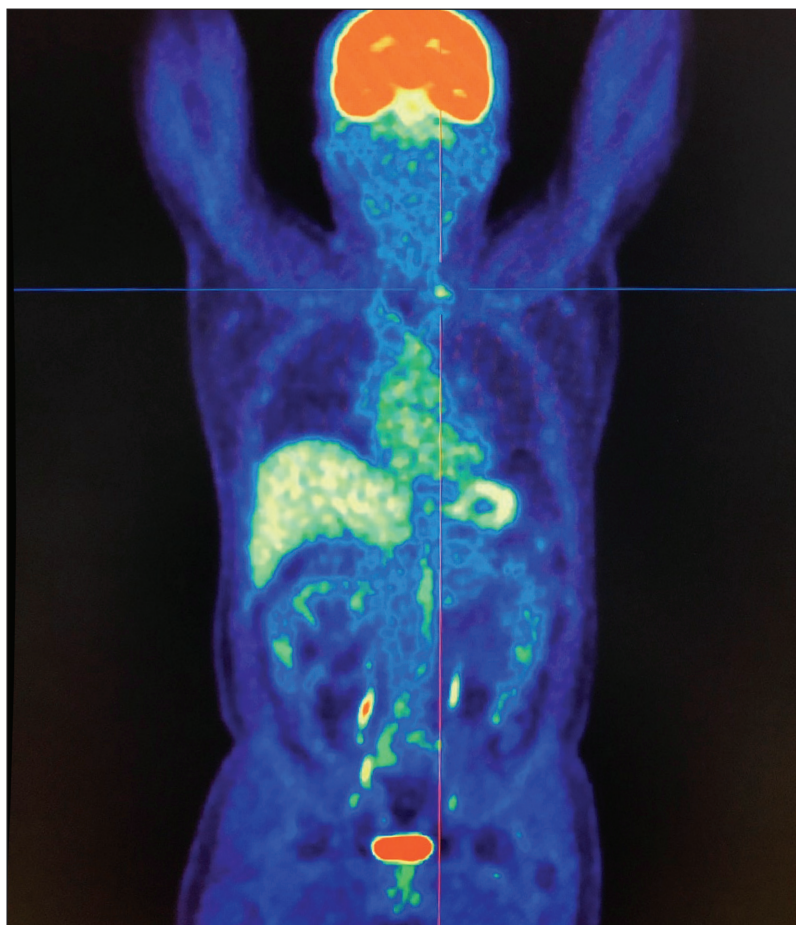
ПЕТ/КТ з ^{18}F -ФДГ; візуалізується вогнище в ділянці шиї
